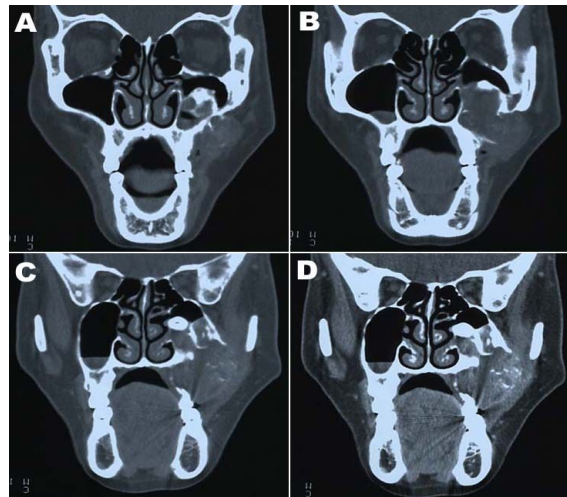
Preoperative coronal CT scan of PNST
